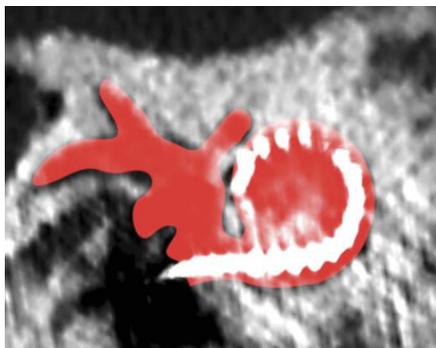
▲ Bestimmung der intracochleären Position der Messelektrode mittels postoperative Computertomographie. Erläuterung s. Text. *M* Modiolus, *RF* rundes Fenster. (Mit freundl. Genehmigung © Raphael Andonie, alle Rechte vorbehalten)
